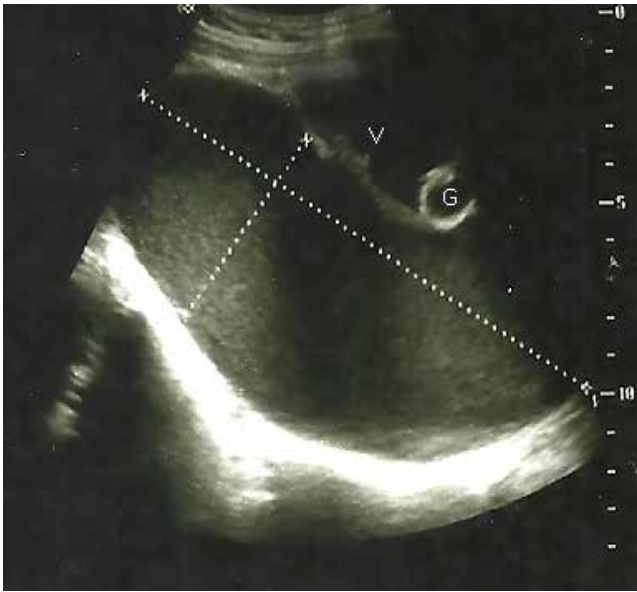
Ultrasonido pélvico que muestra colección anecoica de aproximadamente 480 ml que comprime la vejiga.
